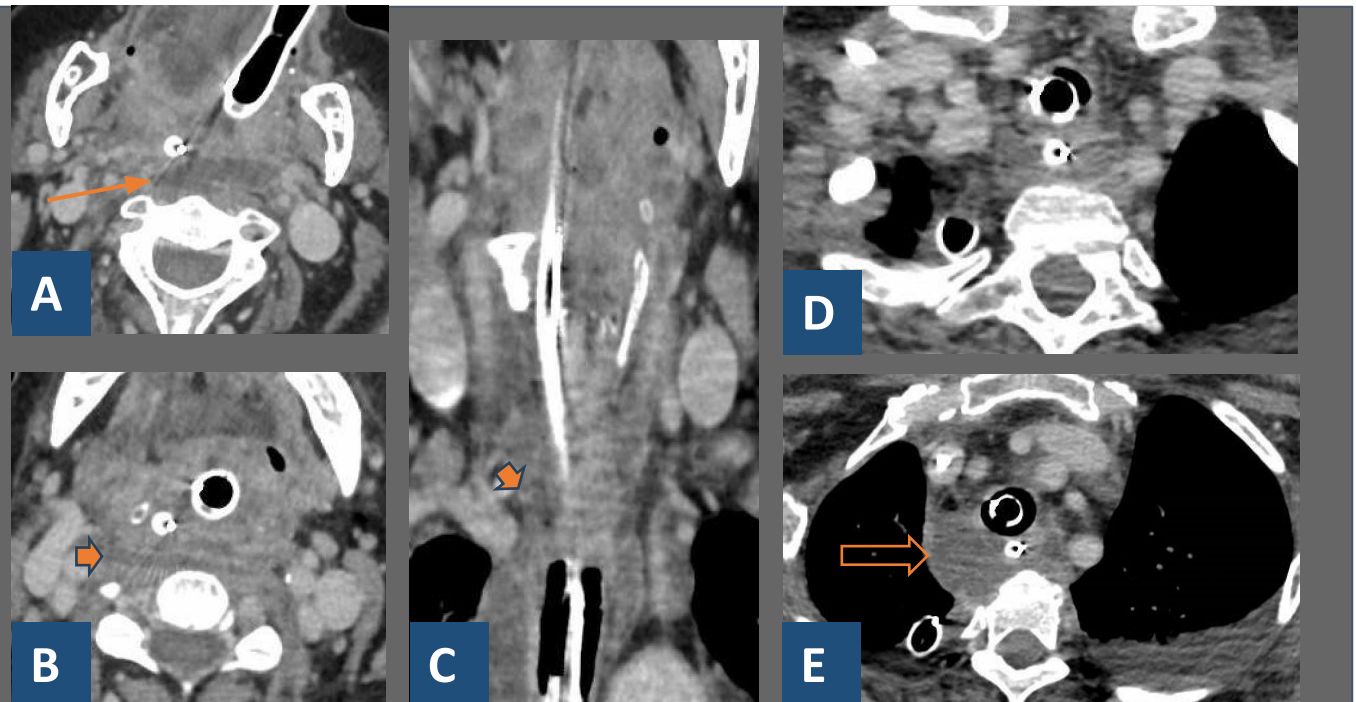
Las imágenes muestran un cortes axial (A) y coronal (B) de un TC de cuello con contraste en fase venosa.
